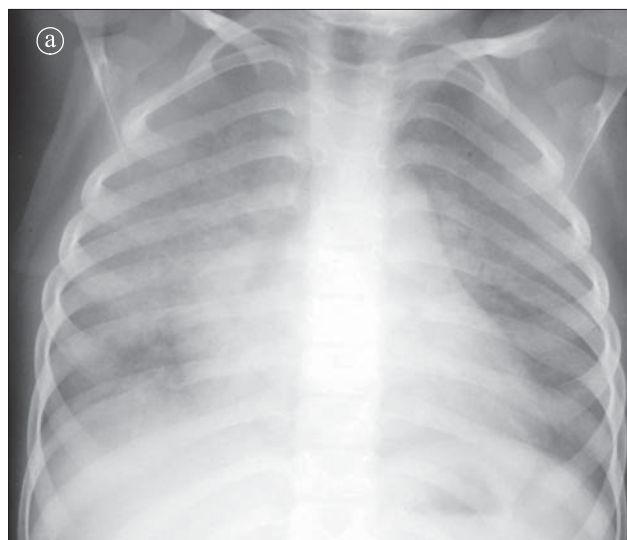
Hemosideroză primară. a) Radiografie toracică PA în faza acută. Opacități granulare difuze. Aspect reticulonodular. b) Radiografie toracică PA în faza subacută. Mici opacități granulare hilar și perihilar bilateral.
